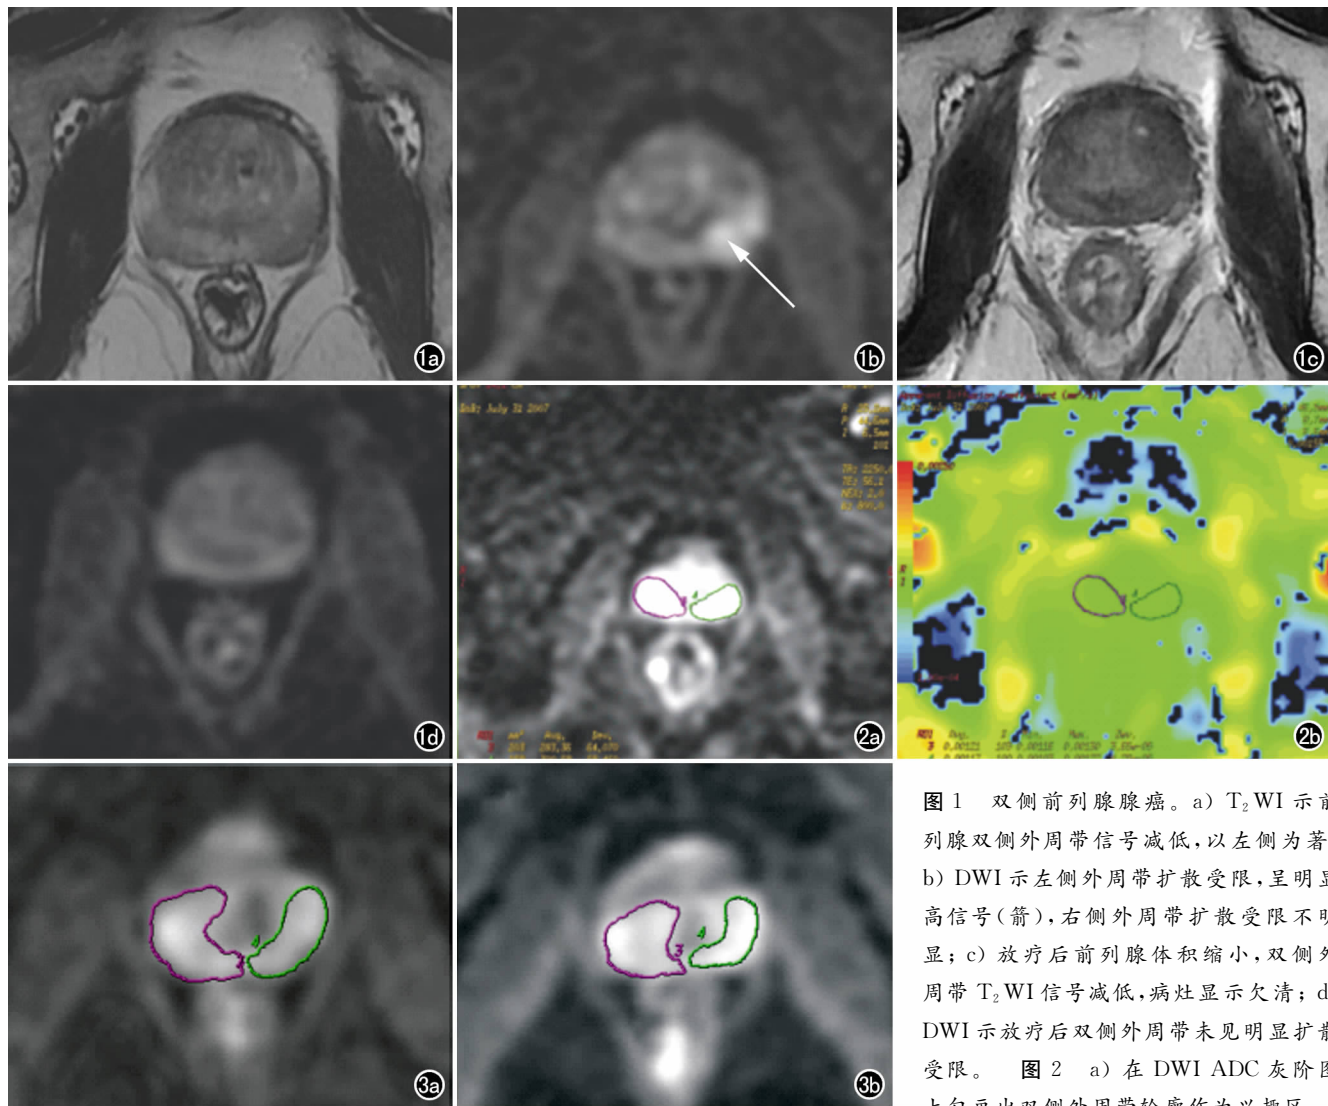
双侧前列腺腺癌。a) T<sub>2</sub>WI 示前列腺双侧外周带信号减低,以左侧为著; b) DWI 示左侧外周带扩散受限,呈明显高信号(箭),右侧外周带扩散受限不明显; c) 放疗后前列腺体积缩小,双侧外周带 T<sub>2</sub>WI 信号减低,病灶显示欠清; d) DWI 示放疗后双侧外周带未见明显扩散受限。图 2 a) 在 DWI ADC 灰阶图上勾画出双侧外周带轮廓作为兴趣区;
